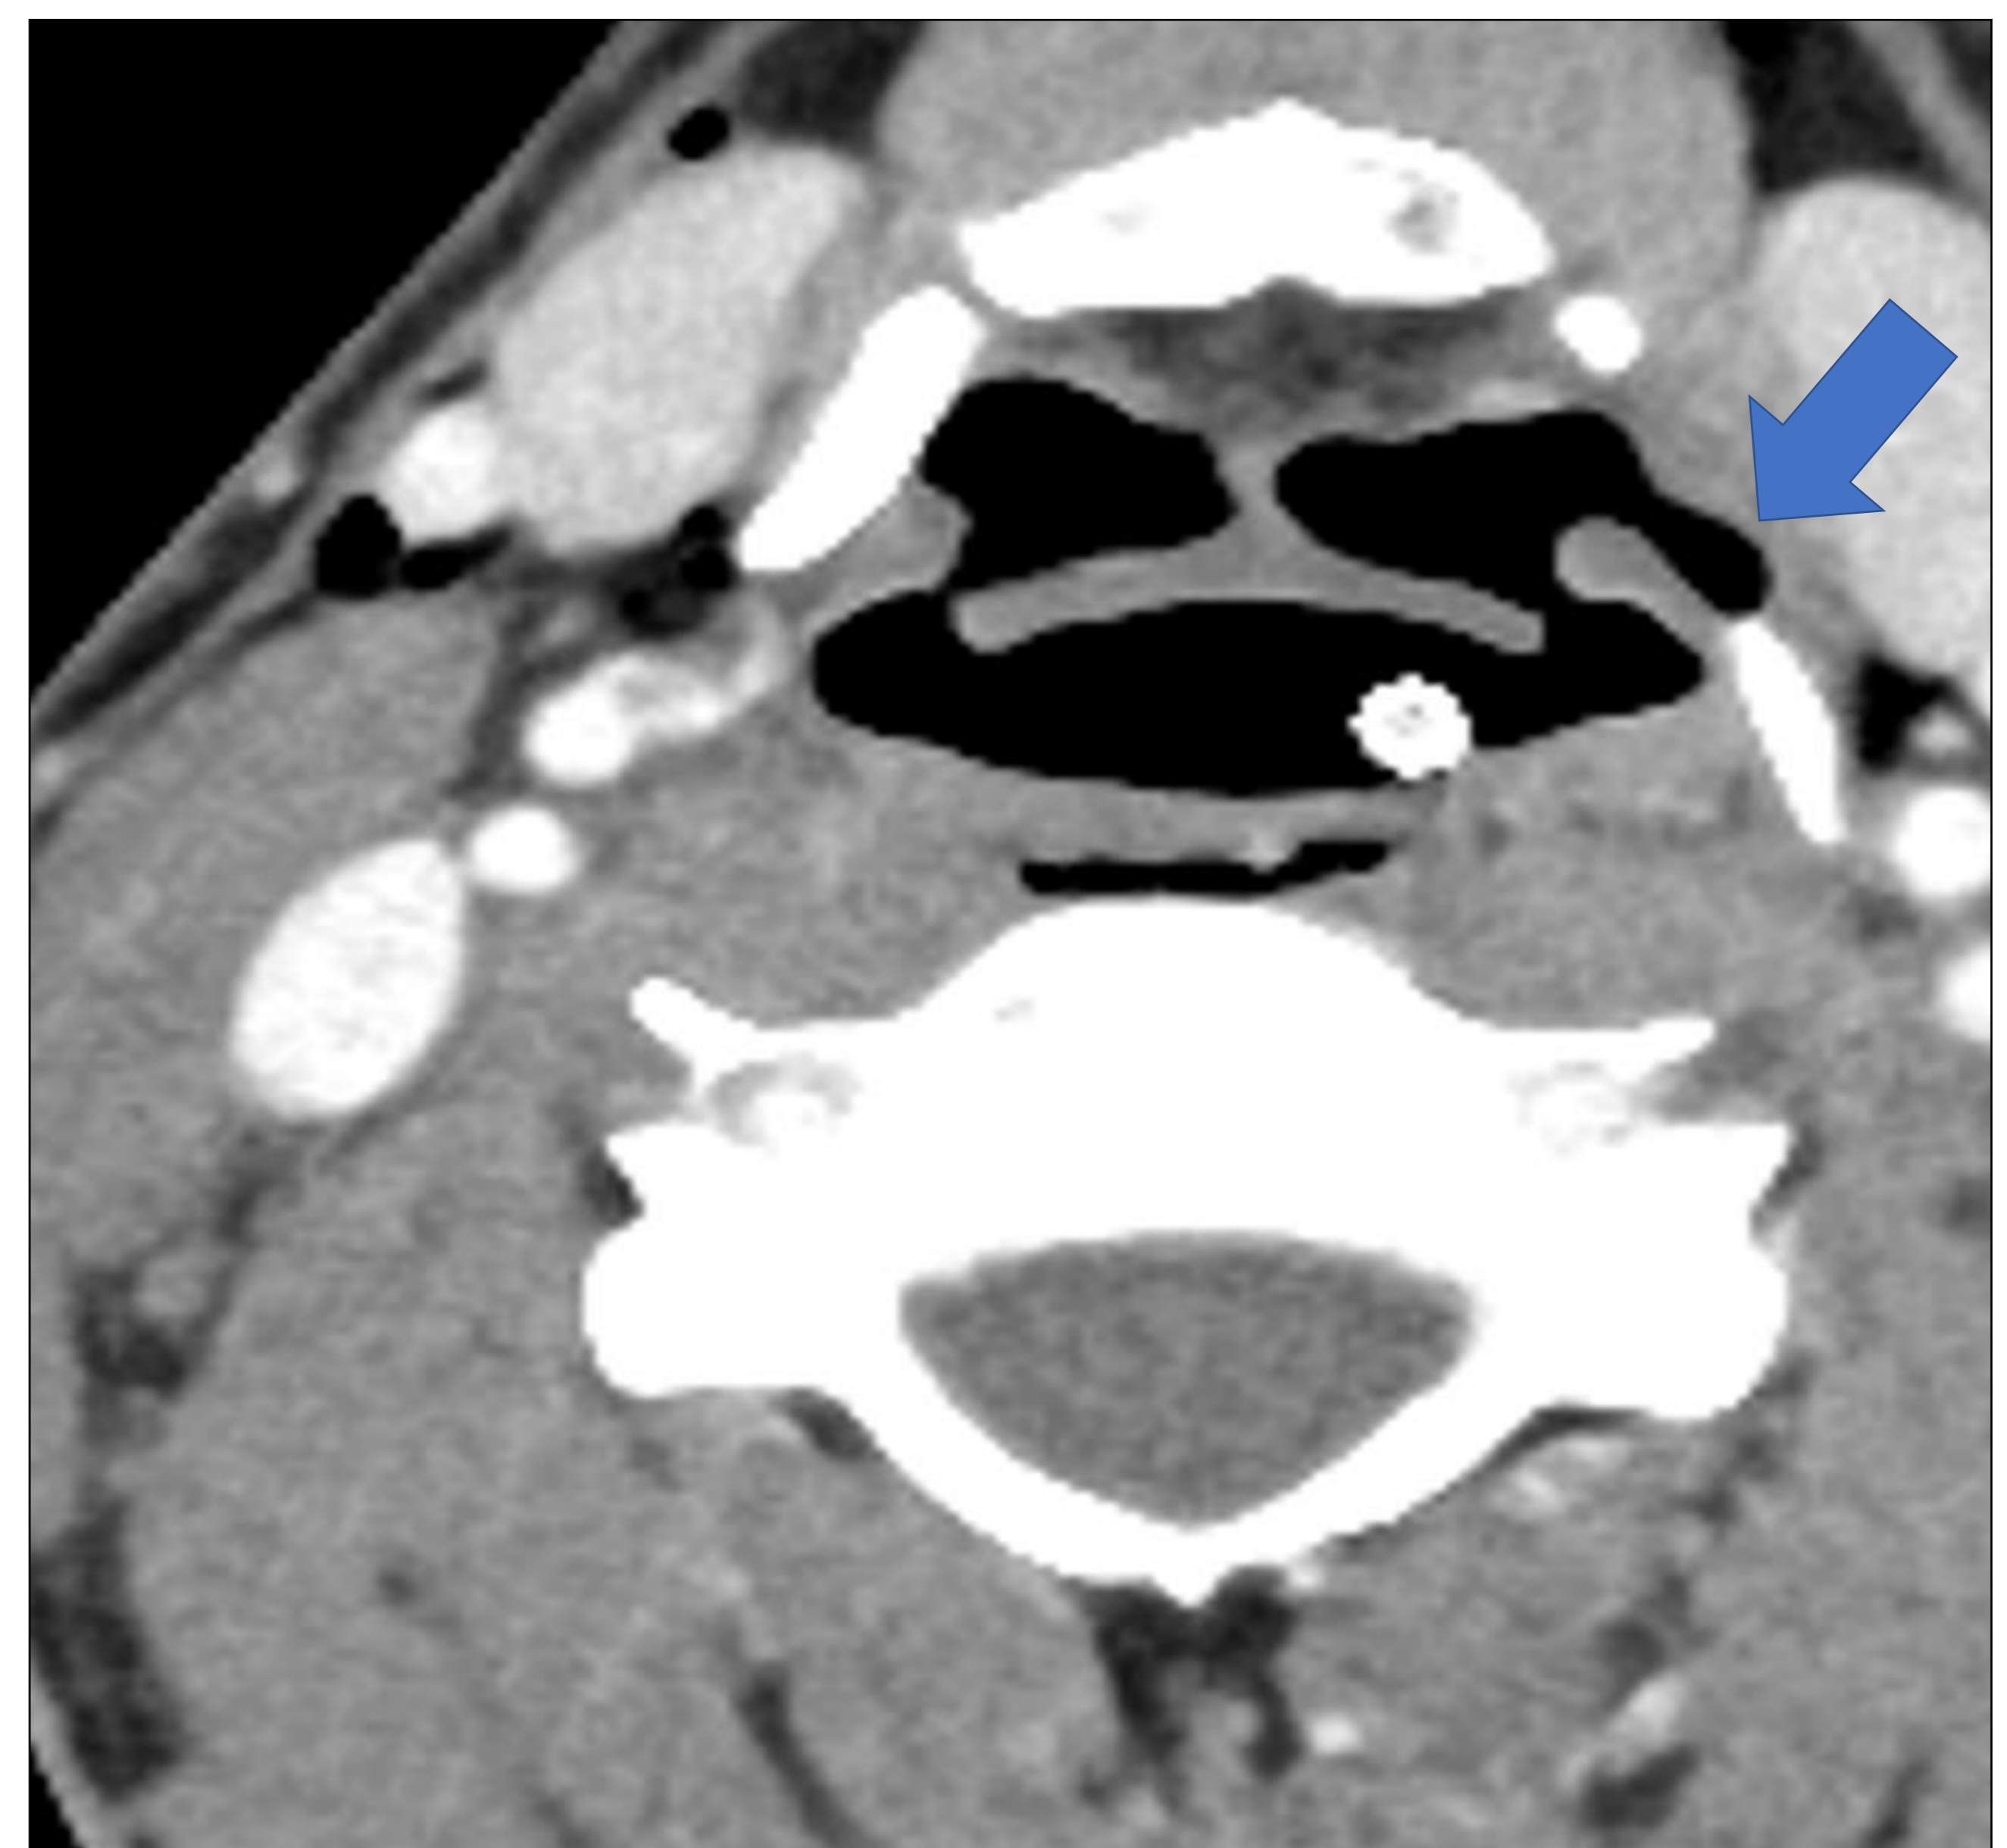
TC de cuello realizado con contraste yodado i.v. con ventana de partes blandas donde se observa solución de continuidad en valleculeta izquierda (flecha) y enfisema subcutáneo asociado en el contexto de un paciente con ingesta de cáusticos.
